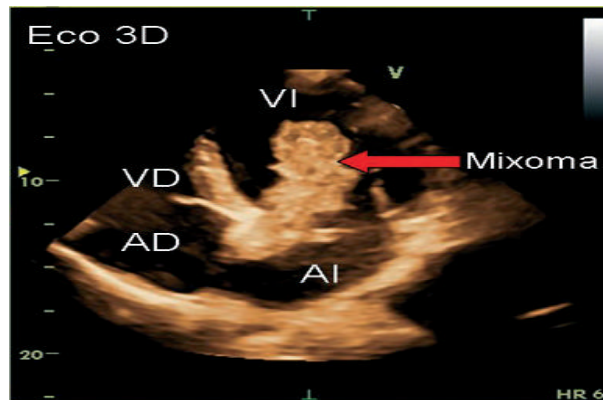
Ecocardiograma 3D. Muestra mixoma atrial izquierdo, de bordes irregulares fijo al séptum interatrial y prolapsando dentro del ventrículo izquierdo.
